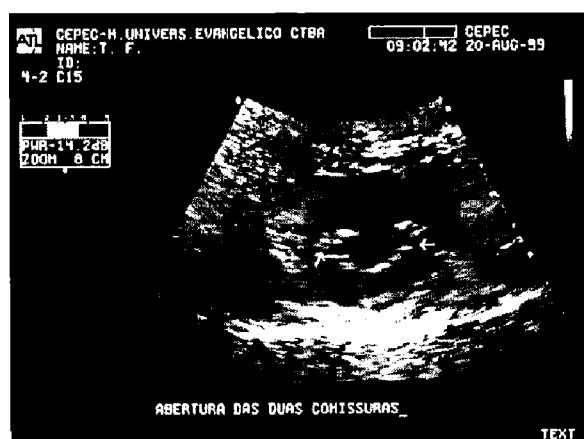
Abertura bicomissural determinada pela ecocardiografia de sala após VMP pela técnica do CM
